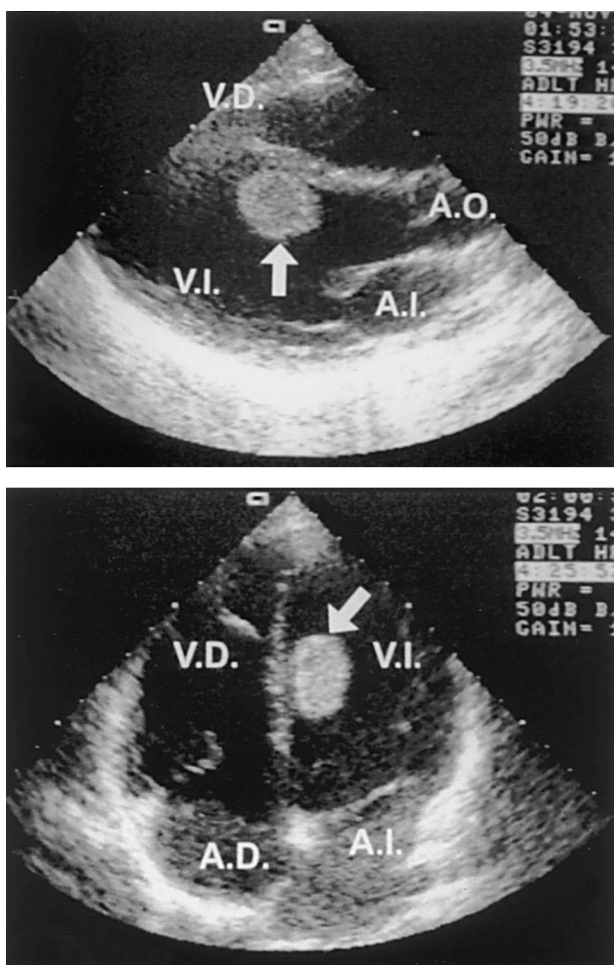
Ecocardiografía transtorácica. Proyecciones paraesternal longitudinal y apical cuatro cámaras en las que se observa tumor adherido al septo interventricular.
